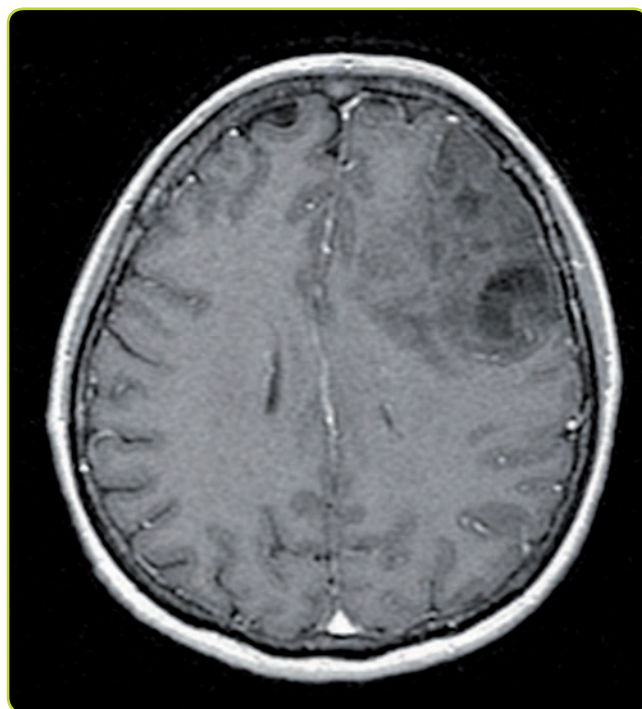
Oligodendroglioma. RM axial (T1) con gadolinio donde se observa masa heterogénea sin captación de contraste.
